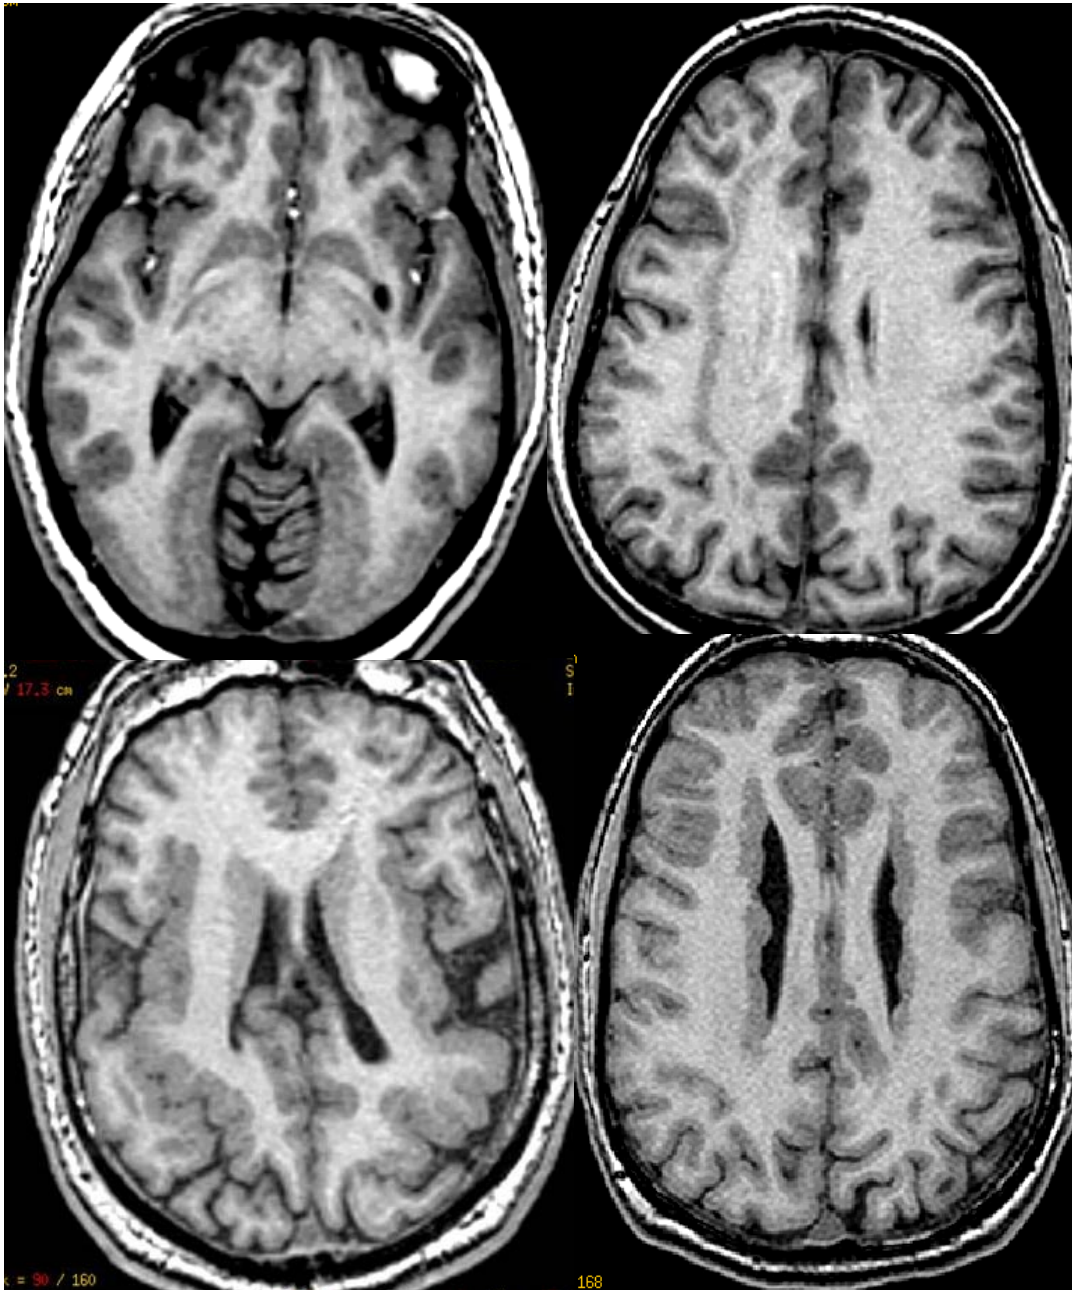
RM en trastornos de la migración neuronal: lisencefalia occipital bilateral (A), heterotopia subcortical en banda o “doble cortex” unilateral derecho (B), displasia opercular bilateral (C) y heterotopia periventricular bilateral (D).
